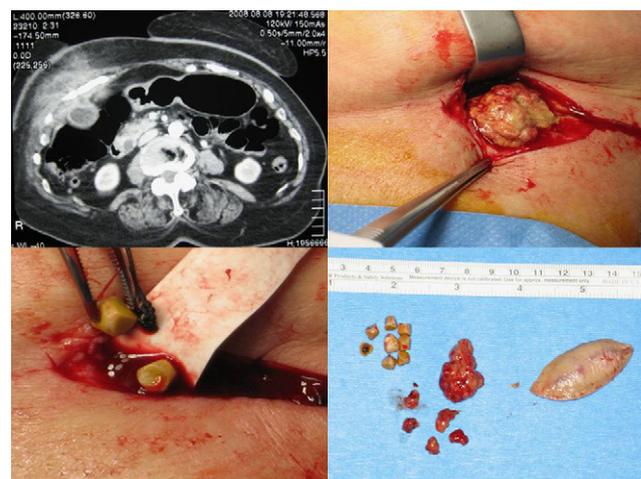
Mosaico de imágenes en las que se aprecia la lesión en la tomografía y distintos momentos del acto y pieza quirúrgica.
